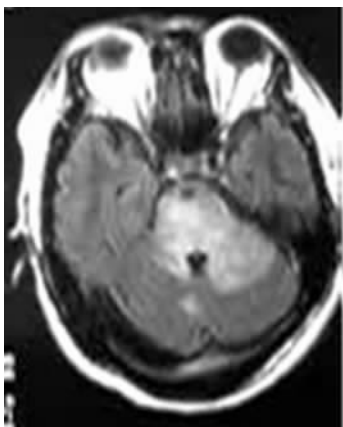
患者(病例4)双侧桥脑异常高信号病灶并累及小脑(MRI TW₂)
